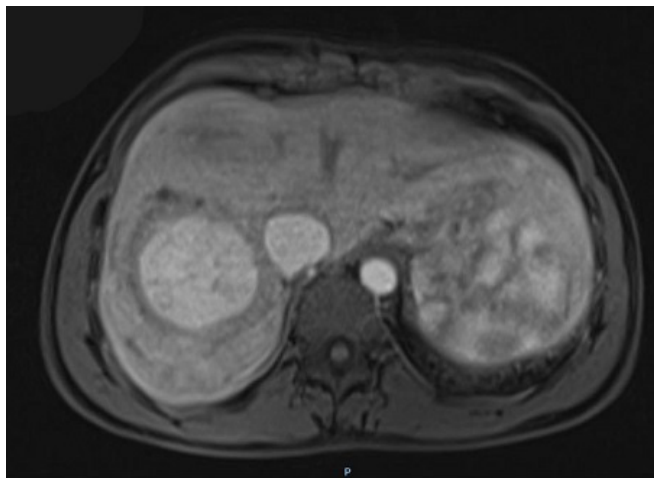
RM abdominal con presencia de múltiples LOE con realce en la fase hepatoespecífica.
